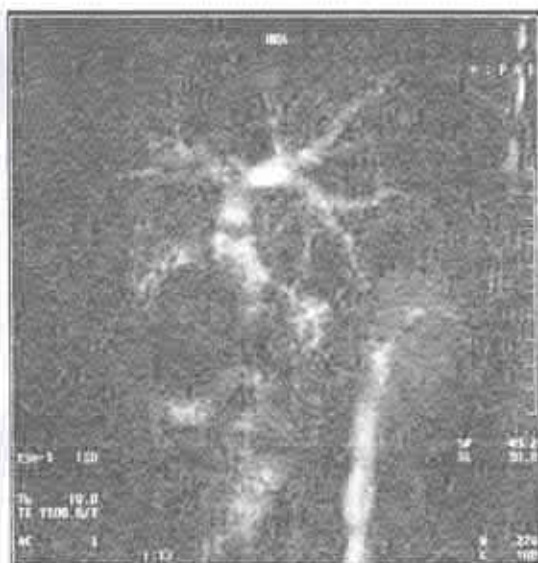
Colangiogramă prin RMN. Anastomoză coledocojejunală (caz clinic propriu).
